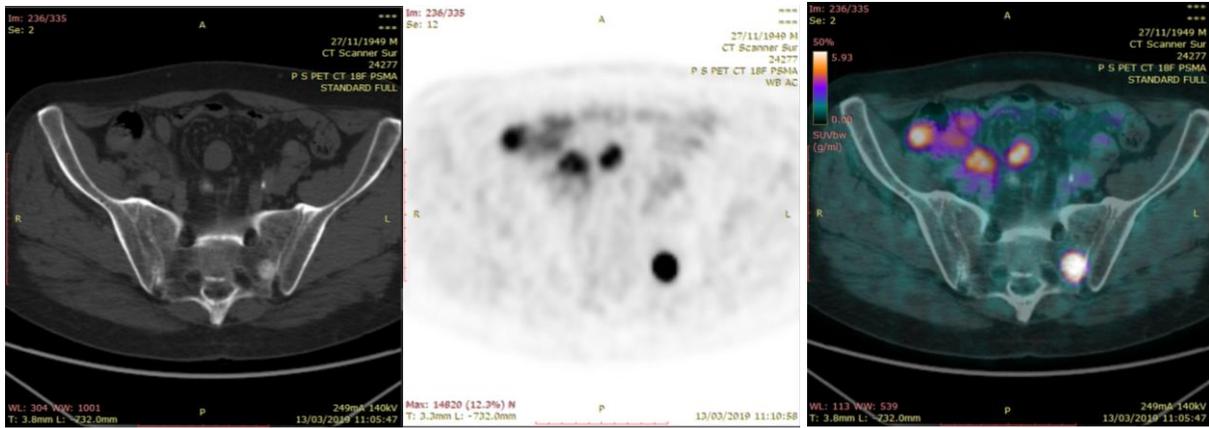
Paciente masculino de 72 años con diagnóstico reciente de cáncer de próstata con Gleason 7 que acude a estadiaje. Se observa en la tomografía una lesión hiperdensa en sacro izquierdo asociada a incremento focal de la captación del radiofármaco.
